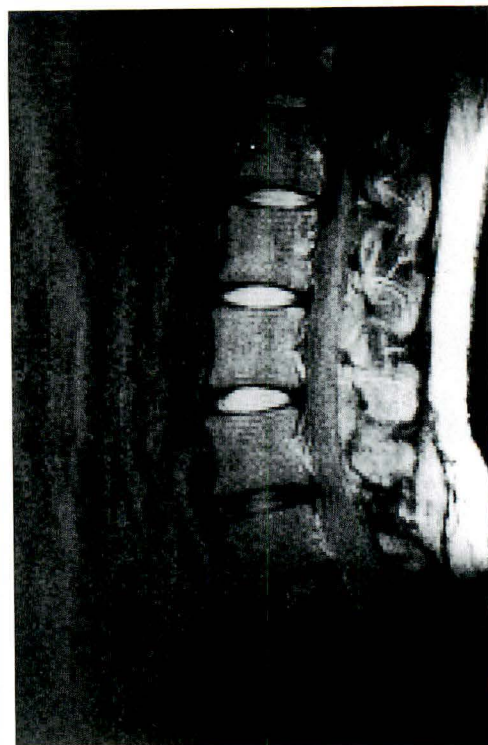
症例 2. 術後 7 年目の MRI 像
